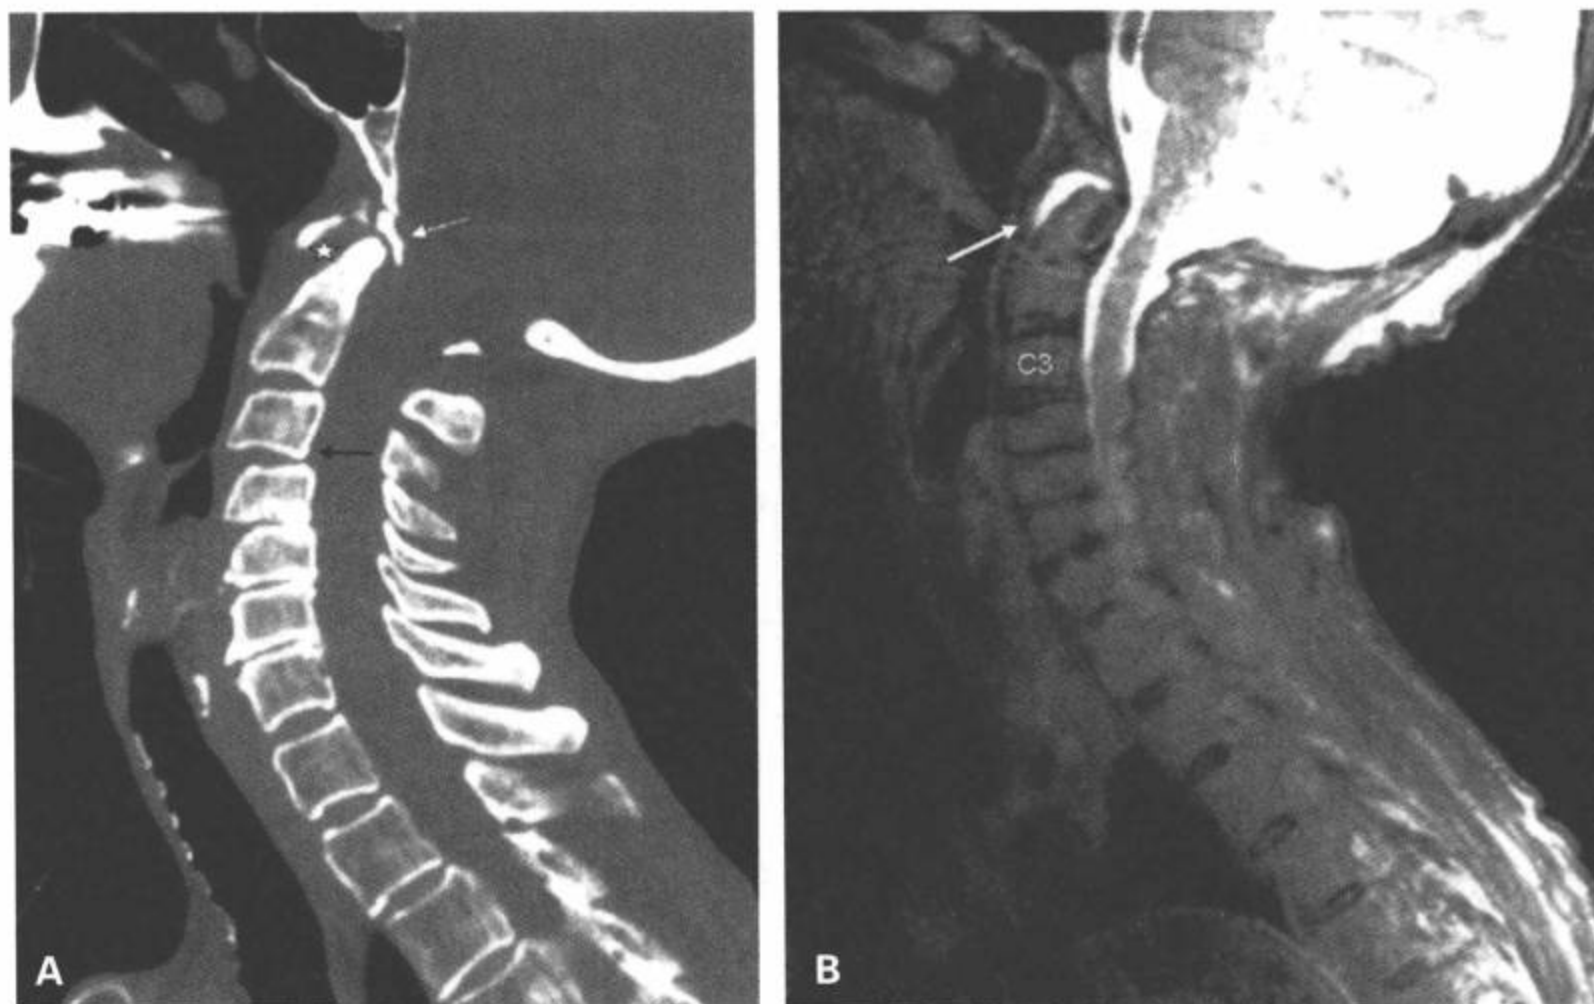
应用 MRI 评价韧带的不稳定性。一老年女性跌落后 C1-C2 不稳。A：颈椎正中矢状面多平面重组图像显示陈旧的隐匿性损伤所致的 C1 前弓变薄，齿突尖与枕大孔前缘（白箭）之间的营养不良的骨形成。齿突和寰椎前弓的间距异常增宽（星号）。也可见 C3 椎体相对于 C4 向前半脱位（黑箭）。B：矢状面 T2 加权脂肪抑制 MRI 显示表明不稳的齿突前间隙积液（箭）。显示已经复位的 C3-C4 半脱位，这个区域无相关韧带损伤的信号改变。代表这是一例退变性半脱位而不是急性创伤性事件。
